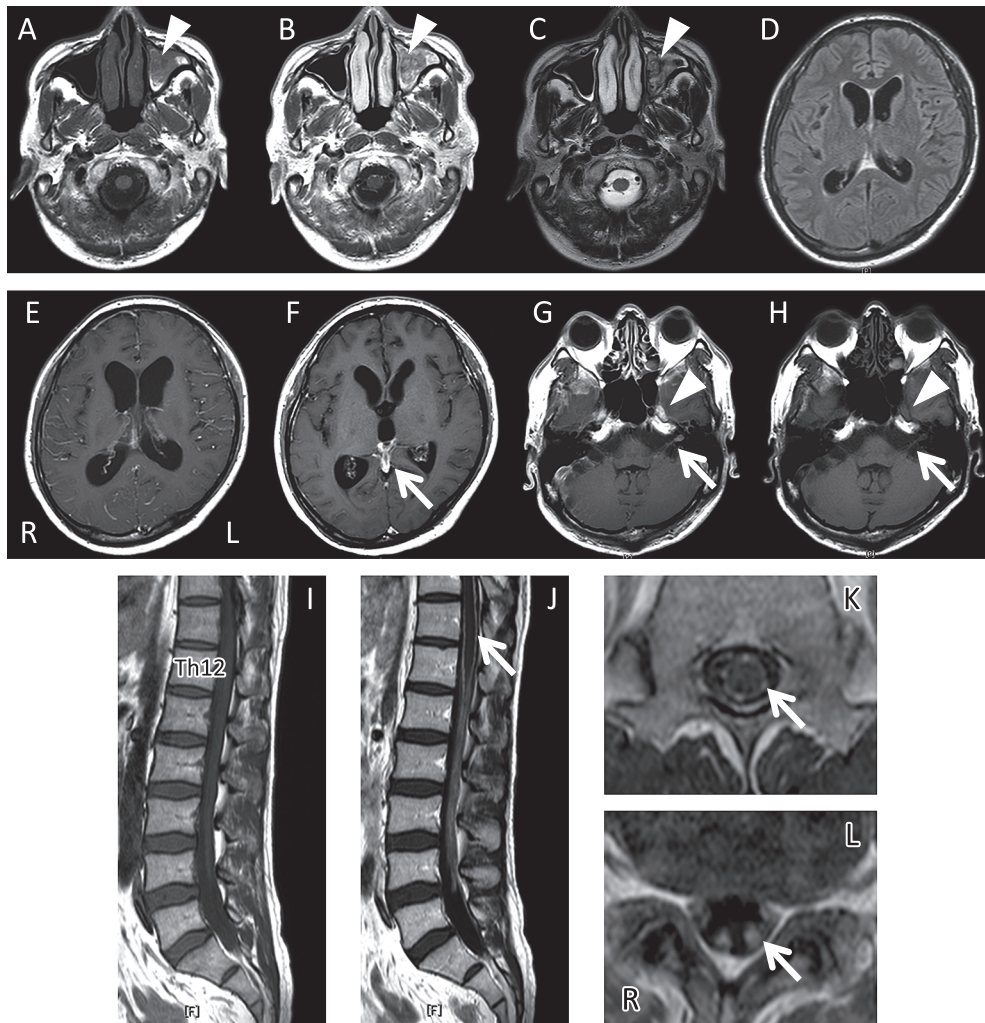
Cranial MRI (1.5 T) and Lumbar spine MRI.
